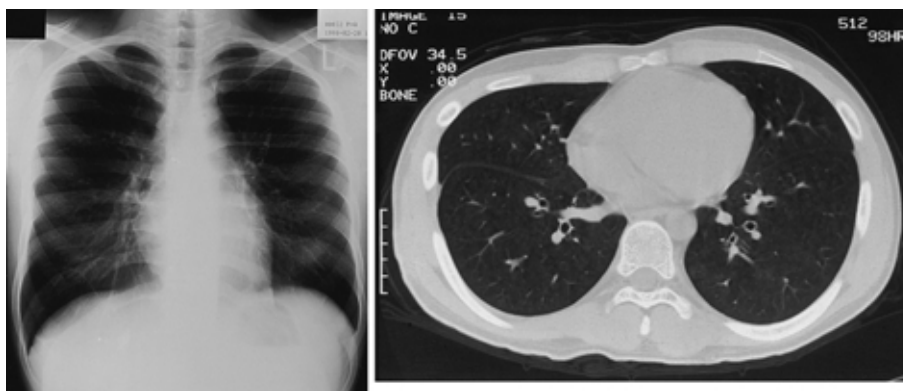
Chest X-ray and CT scan obtained after 4 weeks, showing remarkable improvement.
